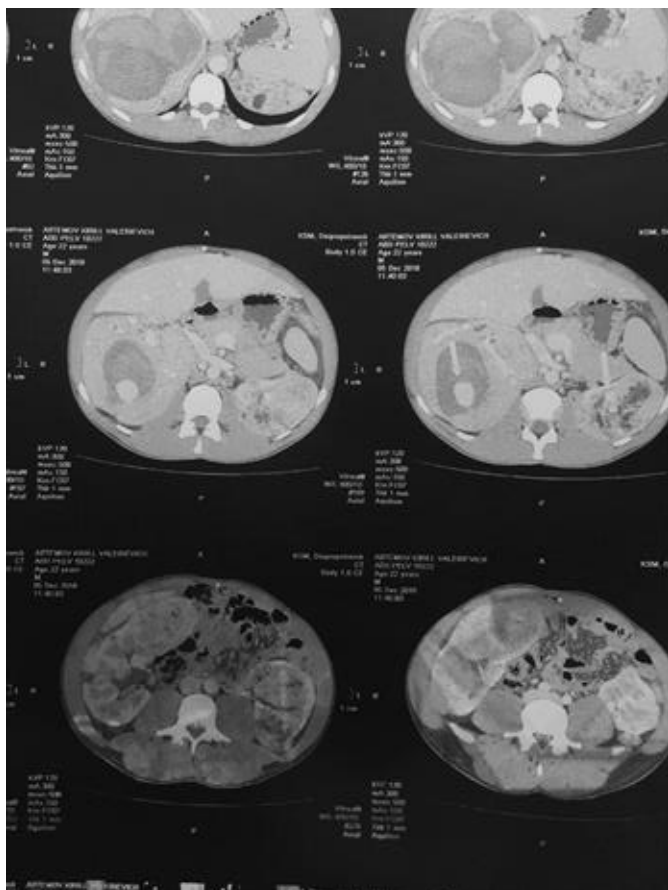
КТ ОЧП, аксіальна проекція
